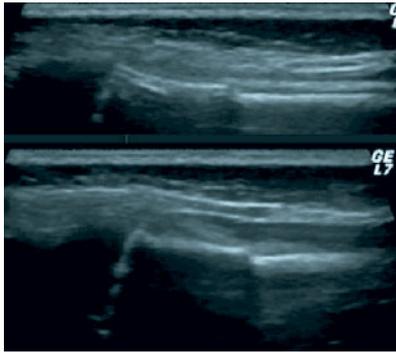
Sonografische Darstellung einer undiszierten distalen Radiusfraktur bei einem 4-jährigen Jungen. Die standardisierte Befunderhebung in mehreren Ebenen erlaubt den Ausschluss einer nicht tolerablen Achsabweichung.
